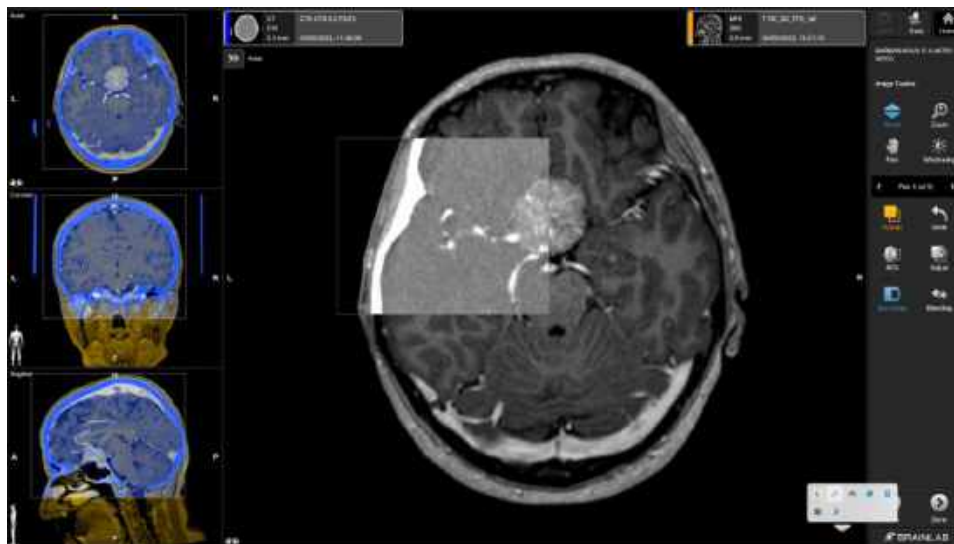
Н-ок О.В., 61 р., (1-ий етап). Співставлення МРТ у режимі Т1 з внутрішньовенним підсиленням та МСКТ-АГ із використанням інструменту Image Fusion у програмі Brainlab.
